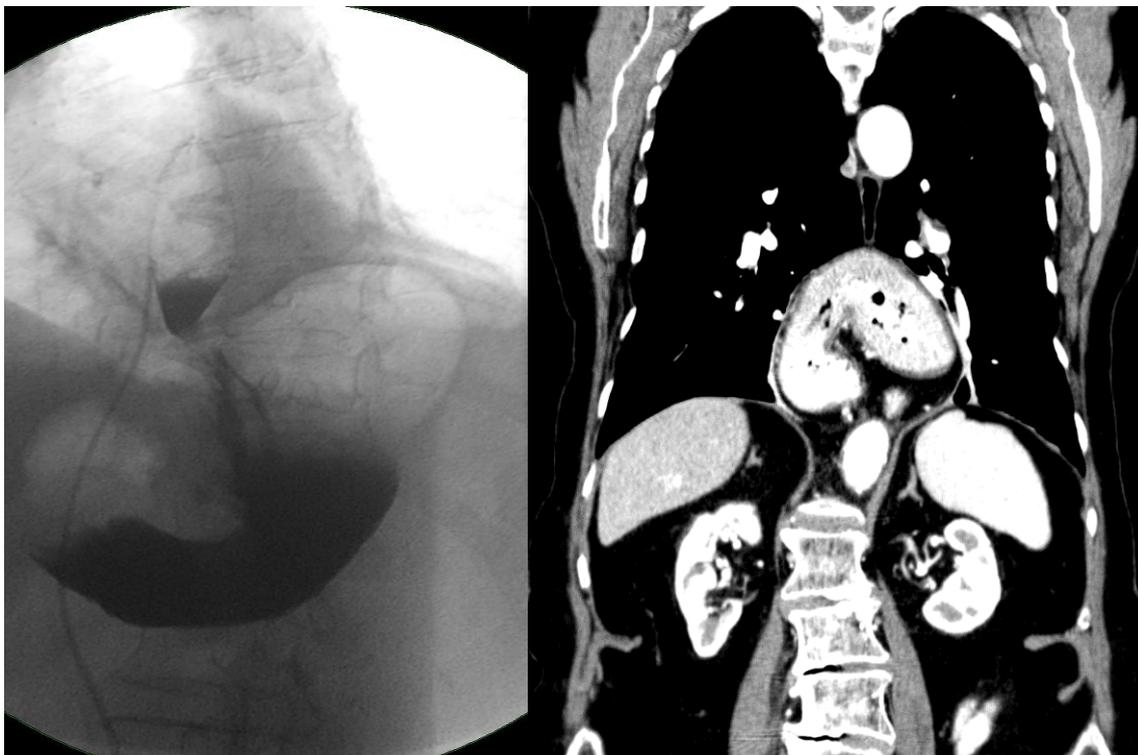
Röntgen p.a.: Upside-down-Magen DD. Enterothorax
